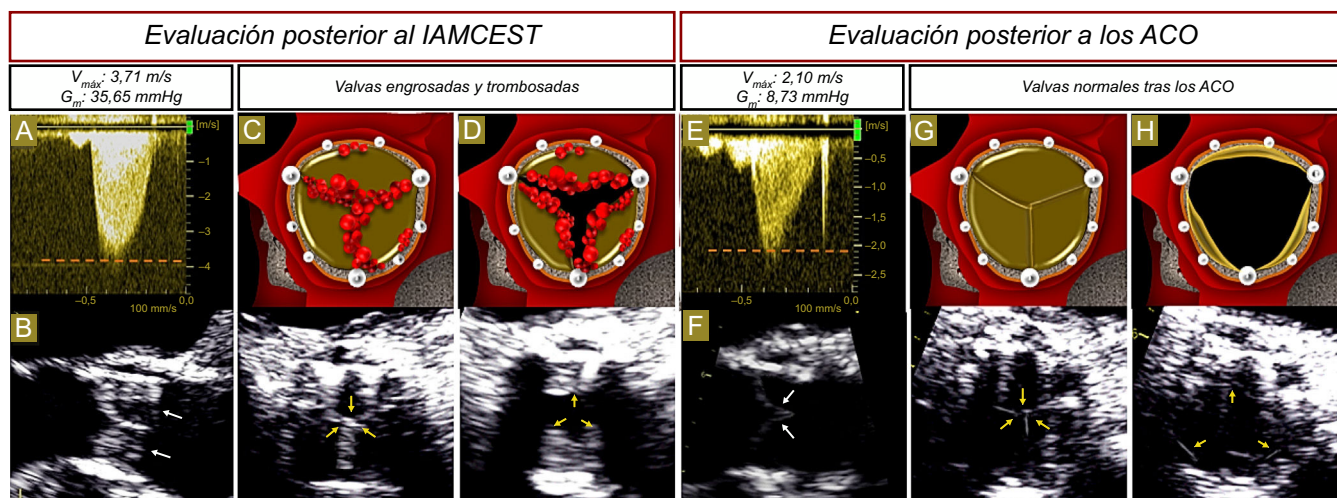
ETT con Doppler continuo, ETE en proyección de eje largo mesoesofágico bidimensional y ETE en proyecciones de eje corto bidimensionales con ilustraciones en color explicativas. A: 1 año después del TAVI, hay un aumento de la velocidad máxima y el gradiente medio. B: las valvas aórticas están notablemente engrosadas (flechas blancas). Trombosis de las 3 valvas (flechas amarillas) en el TAVI en diástole (C) y en sístole (D), con una limitación a la apertura de la válvula que se aprecia en las imágenes de ETE. E: después de 3 meses de tratamiento anticoagulante, la velocidad máxima y el gradiente medio se han normalizado. F: las valvas aórticas muestran de nuevo un adelgazamiento (flechas blancas). Adelgazamiento de las valvas aórticas (flechas amarillas) tras la medicación anticoagulante en diástole (G) y en sístole (H) según lo observado en la ETE. ACO: anticoagulantes orales; ETE: ecocardiografía transesofágica; ETT: ecocardiografía transtorácica; G_m : gradiente medio; IAMCEST: infarto agudo de miocardio con elevación del segmento ST; TAVI: implante percutáneo de válvula aórtica; $V_{m\acute{a}x}$: velocidad máxima. Esta figura se muestra a todo color solo en la versión electrónica del artículo.
